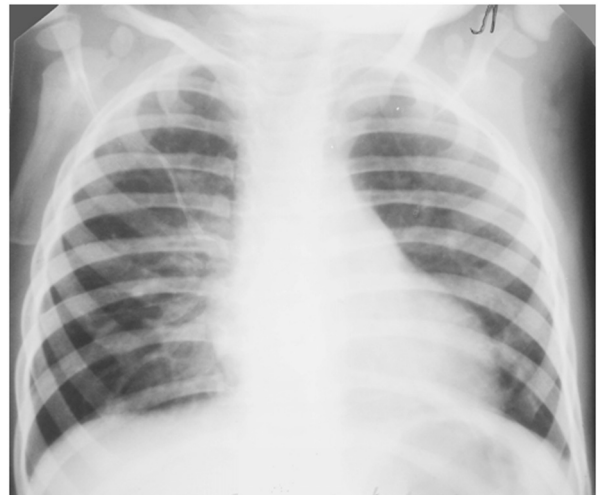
Рентгенограма ОГК дитини з БЛД II ст. у віці 3,5 років. Бочкоподібна форма грудної клітки. Горизонтальне розміщення ребер. Посилення легеневого малюнка за лінійним типом в прикореневій зоні справа внаслідок пневмофіброзу.
